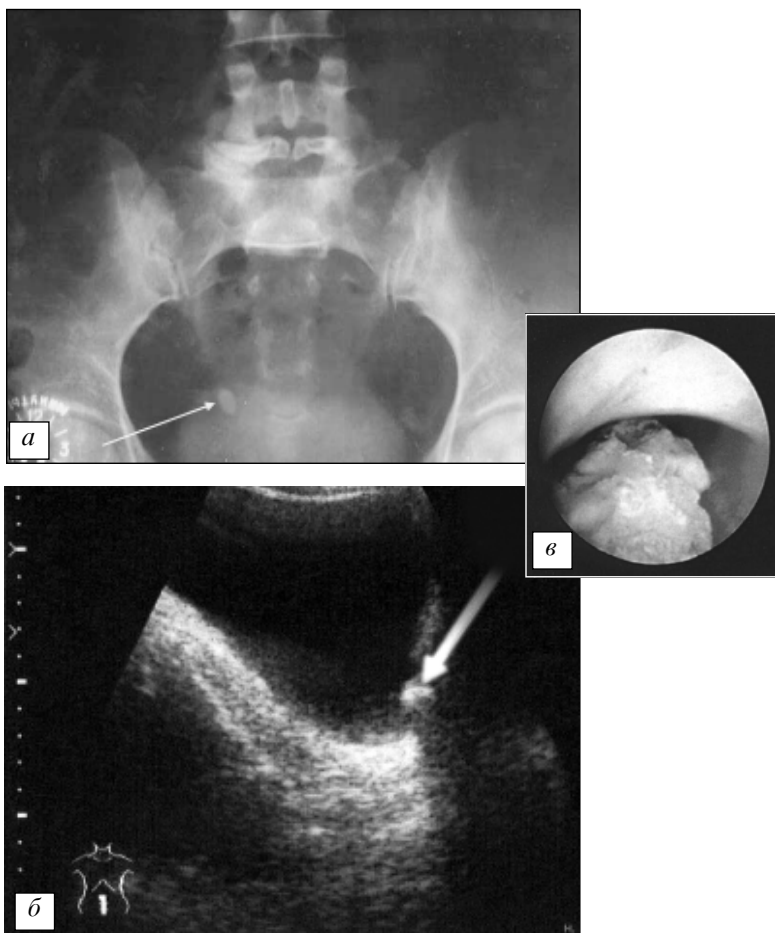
Каміні сечовідних шляхів: *а* — рентгеноконтрастний конкремент нижньої третини сечовипускального каналу (оглядова урограма); *б* — ехопозитивний камінь вічка сечовода (УЗД); *в* — ендоскопічна картина того ж каменя (уретероскопія)
